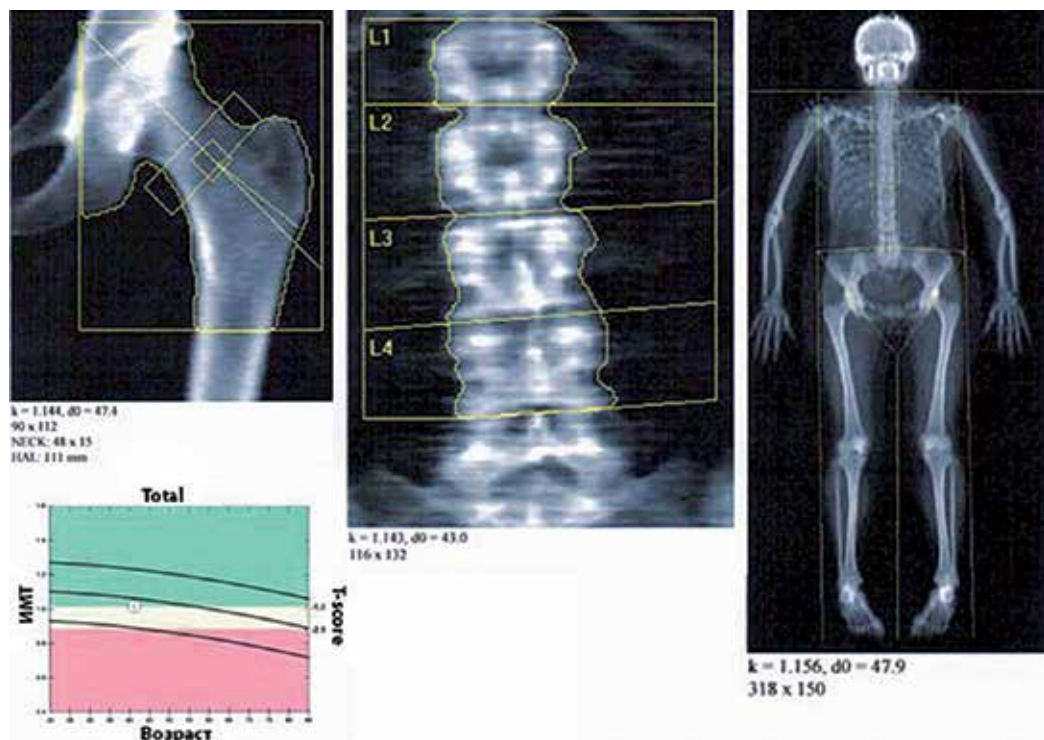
Двохенергетична рентгенівська остеоденситометрія пацієнтки Б., 2009 р. (власне спостереження).
